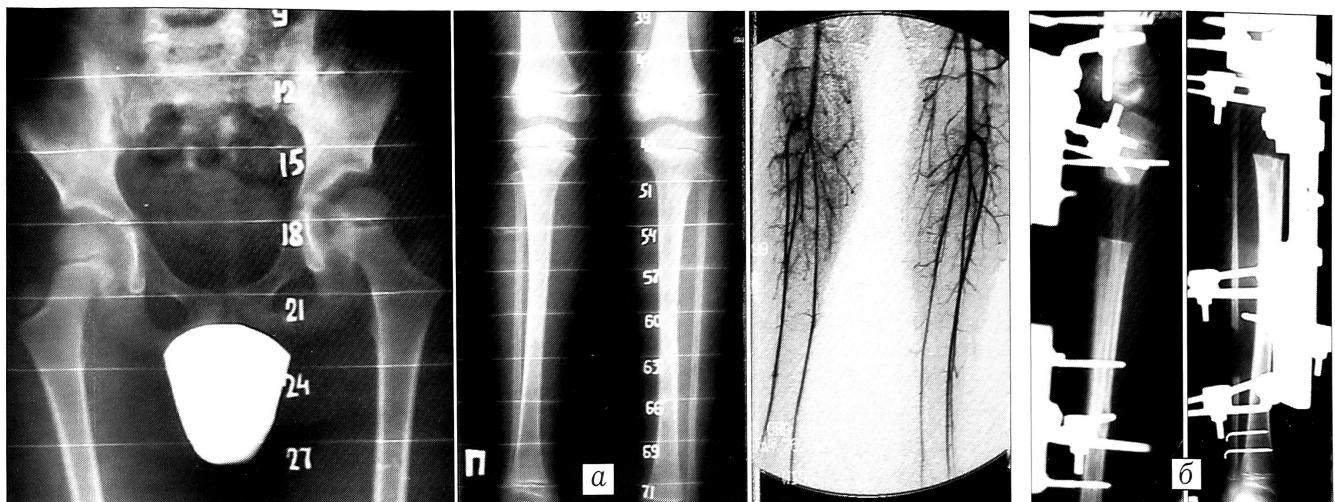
Рентгенограммы и ангиограмма больного Г. 8 лет. Диагноз: врожденное укорочение правой голени на 6 см.
